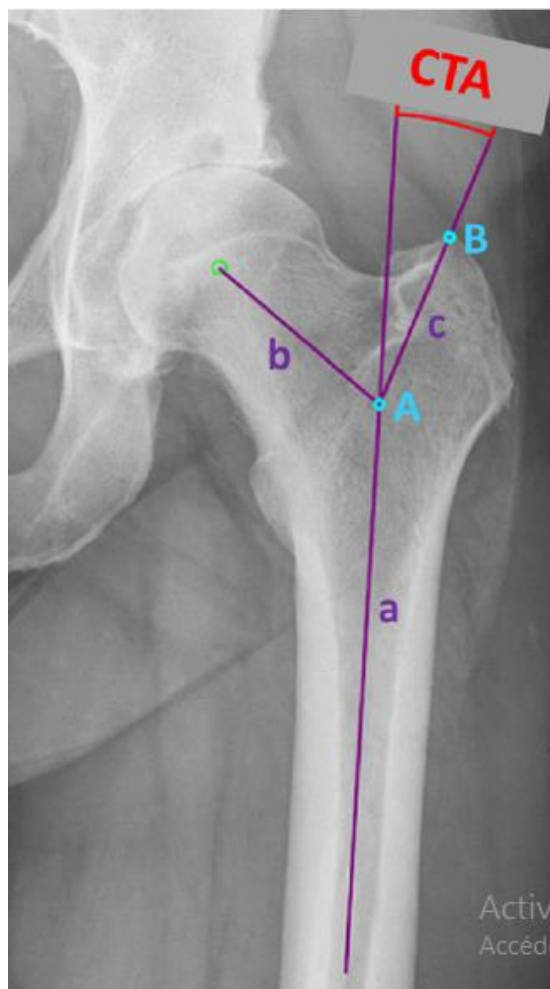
Radiographie de la hanche face montrant la technique de mesure l'angle critique du trochanter [57]
